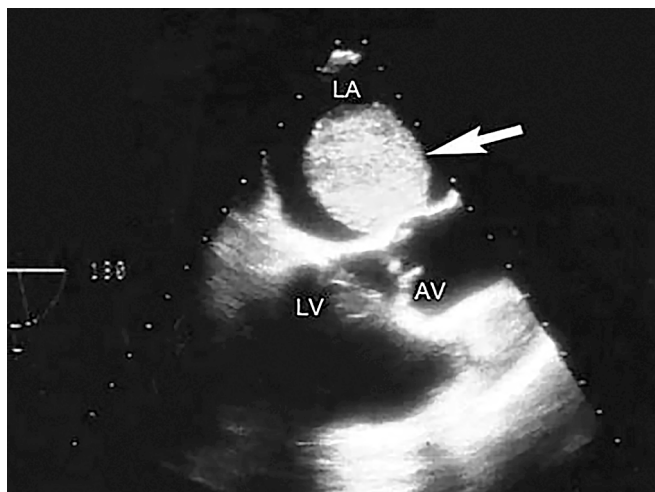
Чреспищеводная эхокардиография. Миксома левого предсердия, возникшая из нижней части межпредсердной перегородки: LV — левый желудочек; LA — левое предсердие; AV — аортальный клапан [33]
